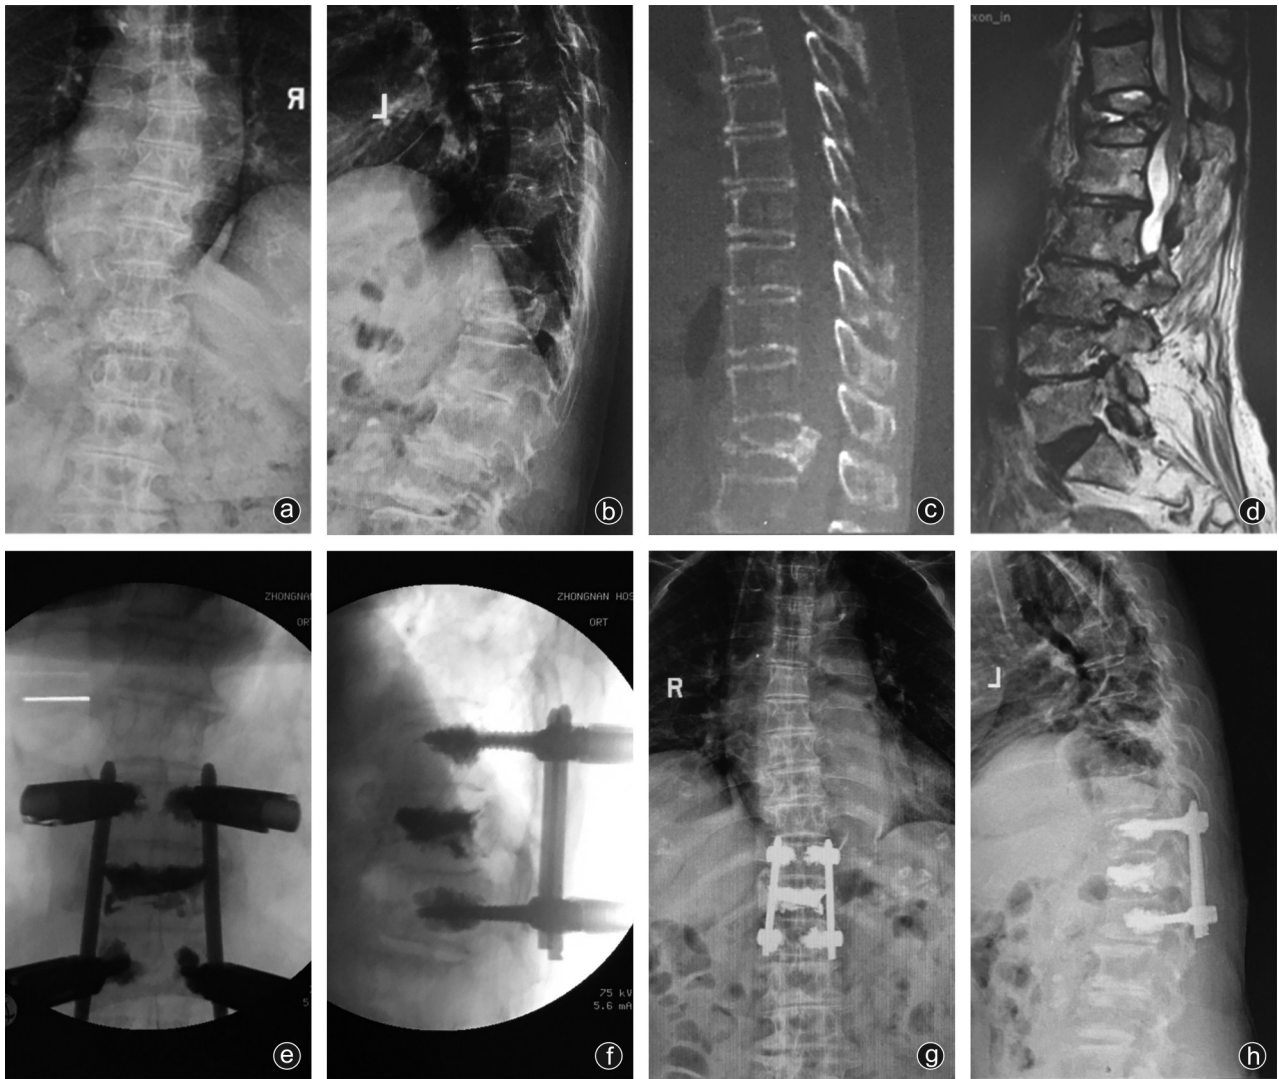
典型病例,女,85岁,术前X线片(a,b)和CT(c)可见T₁₂骨质疏松性椎体压缩骨折伴椎体裂隙征,椎体严重塌陷,椎体后缘皮质破裂,椎体后壁骨折块压迫脊髓,MRI(d)T₂像可见不均匀的高信号,显示椎体裂隙内充满液体,诊断为Ⅲ期Kümmell病。采用短节段骨水泥强化椎弓根螺钉固定联合椎体成形术,术中X线透视(e,f)显示椎体高度恢复满意,椎体后方骨折块复位满意,未行椎管减压,术后病人神经根刺激症状完全消失。术后半年复查X线片(g,h),椎体高度保持良好
